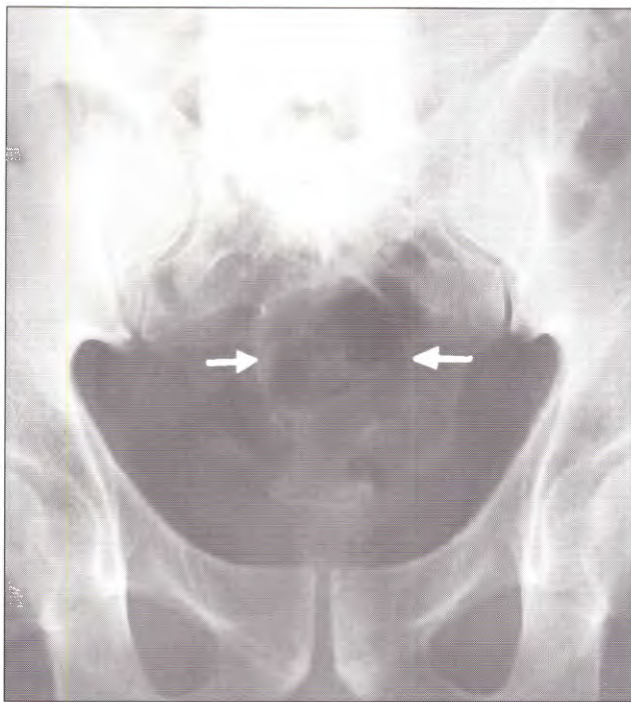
Radiografía simple que muestra el área de osteólisis, circular y de márgenes escleróticos, a nivel sacro.
